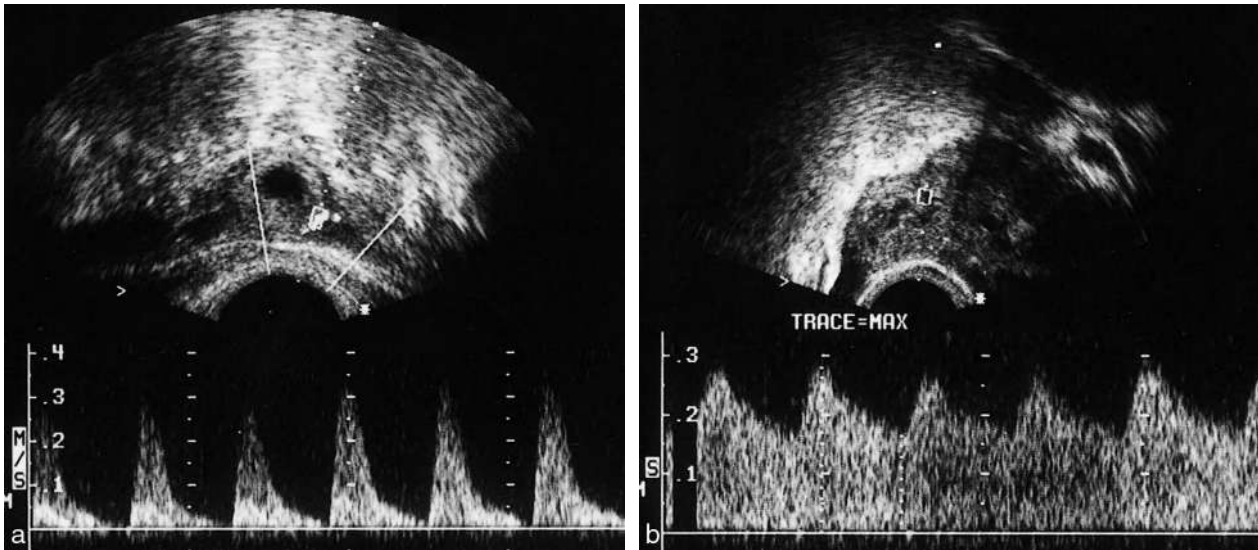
Grossesse extra-utérine, Doppler. a. Flux Doppler à résistance élevée à la périphérie de l'œuf, taux d'HCG en décroissance rapide : GEU en voie de régression spontanée. b. Flux Doppler à résistance basse malgré un sac ovulaire plus petit : GEU probablement évolutive et agressive.
